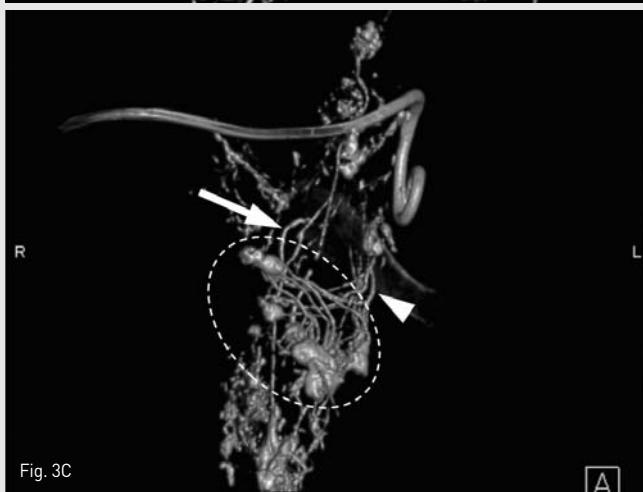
A 61-year-old male patient underwent Lipiodol lymphangiography for a lymphocele that developed after radical prostatectomy. A, A volume rendering image from cone-beam CT data of lymphangiography shows Lipiodol leaks from two prominent lymphatic vessels (white arrowheads) without definite lymph nodes close to the leakage. B, Those lymphatic vessels (white arrowheads) were successfully cannulated with microwire and catheter and selectively embolized using a glue mixture (NBCA : Lipiodol ratio = 1 : 2). However, the lymphatic leakage persisted after transient decrease in amount, probably due to multiple collateral channels. C, A volume rendering image from cone-beam CT data of 2nd lymphangiography reveals multiple lymph nodes connected to each other (dotted circle) and drains into the lymphocele via two main lymphatic channels (white arrow and arrowhead). D, A spot radiogram after the 1st session of closest upstream lymph node embolization shows that only medial channels (white arrowhead) are filled with radiopaque glue mixture (NBCA : Lipiodol ratio = 1 : 5) but the lateral channel (dotted white arrow) is missing. E, Digital subtraction angiography during the injection of glue mixture confirms the successful embolization of the lateral lymphatic vessel (white arrow). The drainage catheter could be removed 8 days after the embolization.
